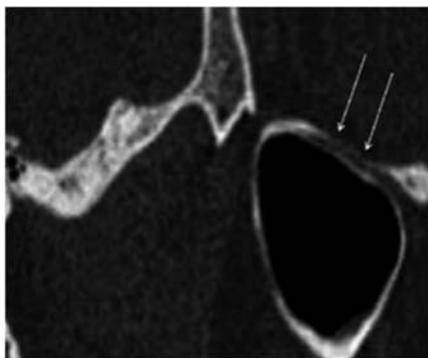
Sagittal - oblique reformatted CT image, infraorbital canal (arrows) is seen with patchy osseous appearance of the superior wall of maxillary sinus.
